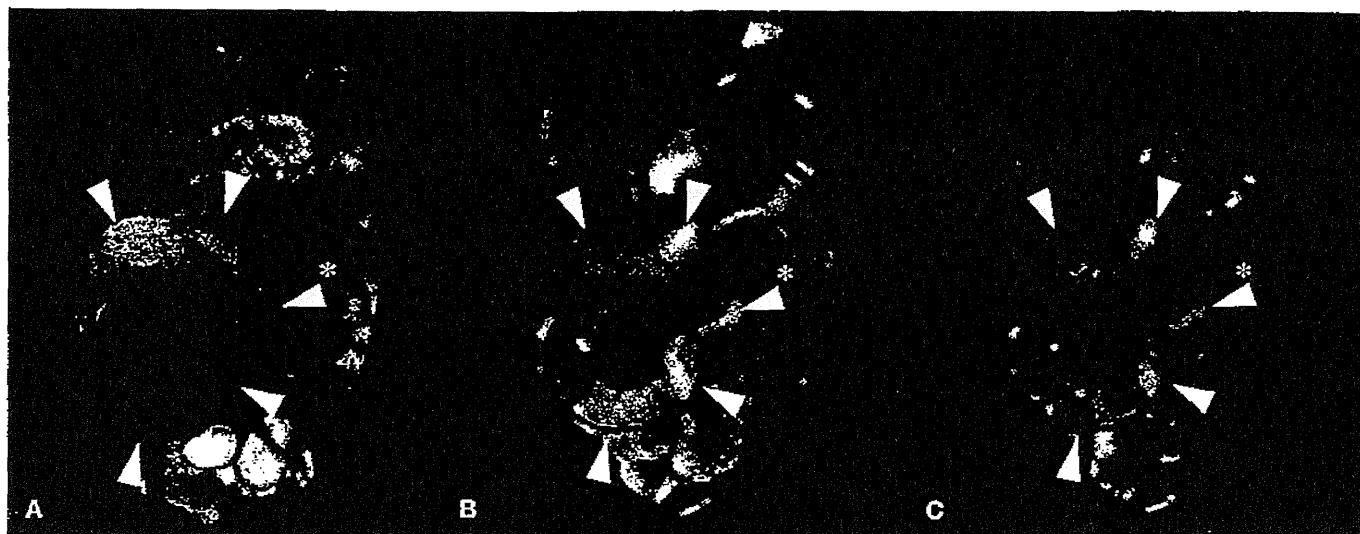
cine-MRI と low b-value DWI による絞扼性イレウスの診断
